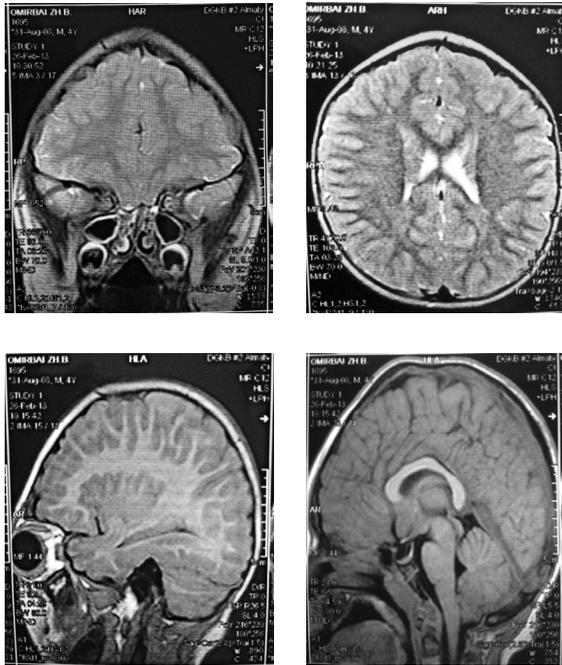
МРТ-картина пациента О.Б.
